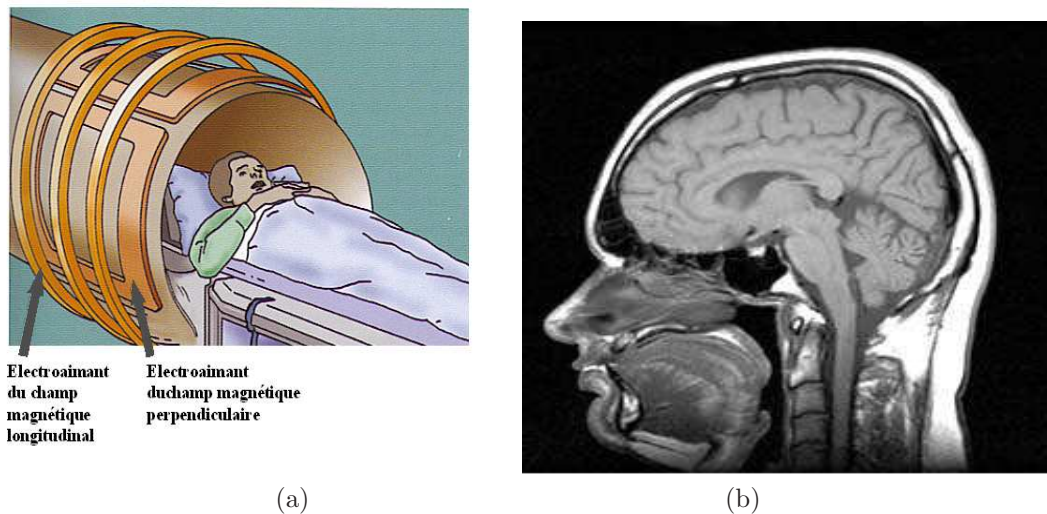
L'Imagerie par Résonance Magnétique (IRM) (a) Principes (b) exemple d'image acquise
